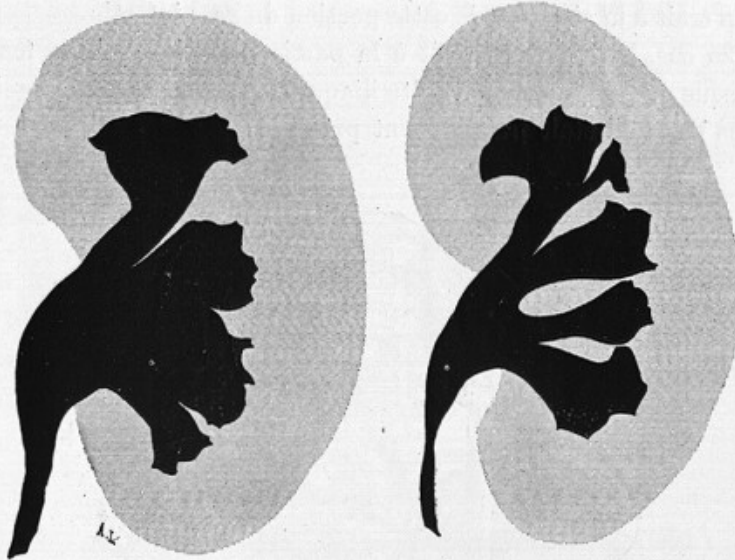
Radiographies de bassinets injectés à la pâte bismuthée pour montrer les différences de leurs formes et leurs rapports avec le sinus du rein.
